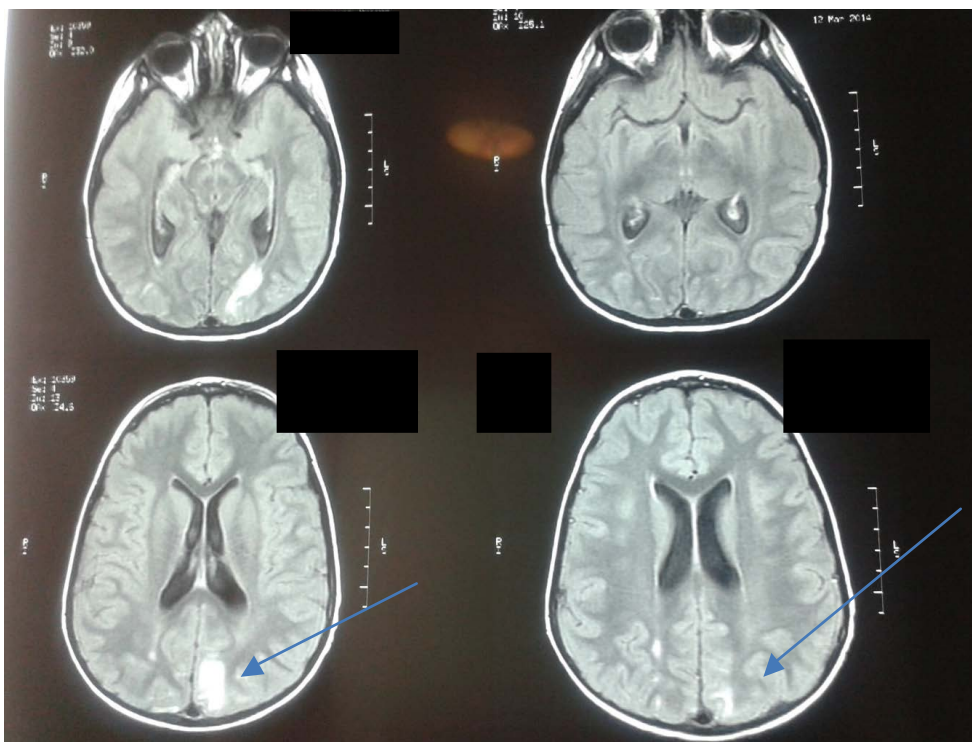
Resonancia magnética de cerebro, secuencias FLAIR. En los cortes axiales, se identifica una señal hiperintensa en la región subcortical occipital bilateral a predominio izquierdo, que sugiere edema.
